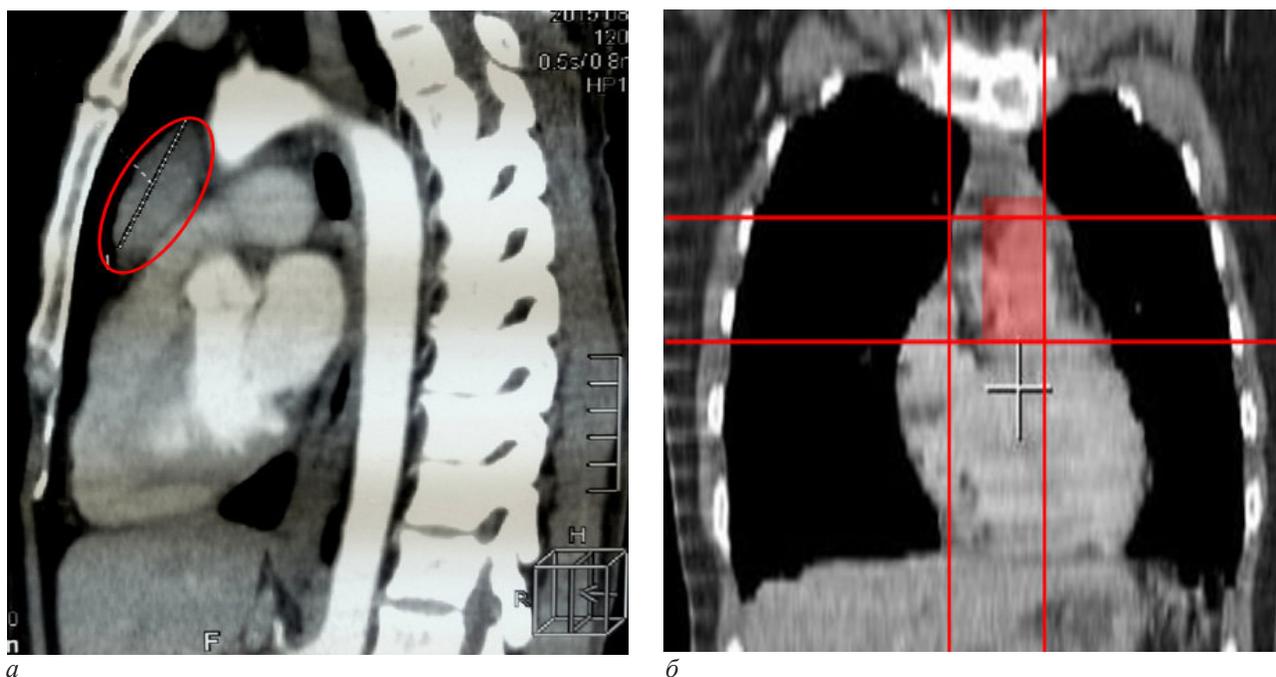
Компьютерные томограммы груди больной С.: а – сагиттальный срез; б – опухоль локализуется в переднем средостении со смещением в средний этаж на $1/2$ и более своего диаметра (помечена крестом и обведена)
